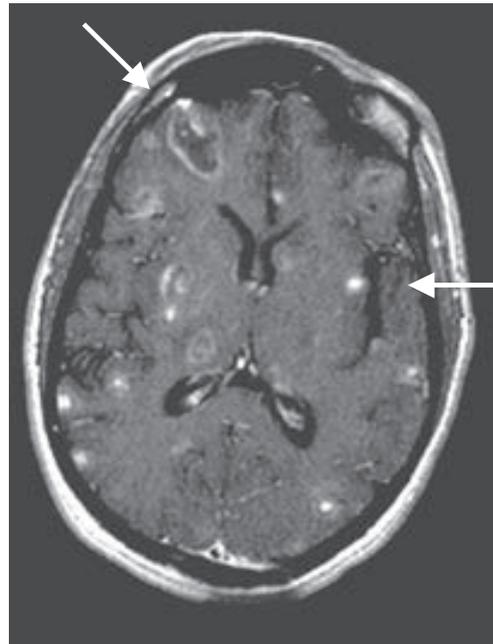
Imagen por resonancia magnética calibrada en T1 y contrastada con gadolinio de un caso de infección por VIH complicada por toxoplasmosis cerebral. Note las múltiples calcificaciones (flecha, derecha) y las lesiones anulares contrastadas (flecha, izquierda) en los ganglios basales y la corteza cerebral.
